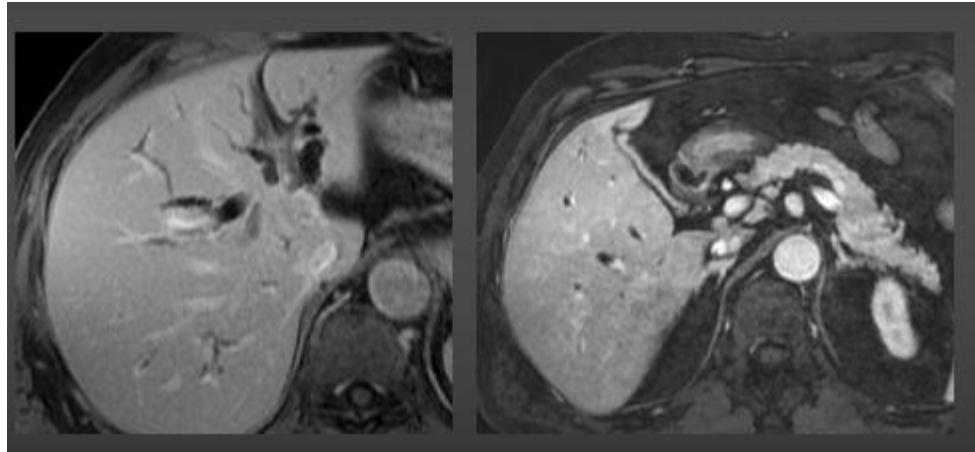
IRM normale du foie 3D EG T1 après injection de chélates de gadolinium montrant un parenchyme hépatique homogène [109].
